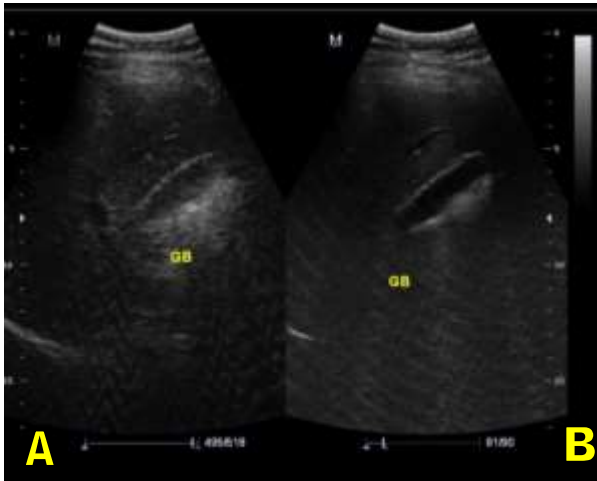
Hasil Citra USG KE Non THI
